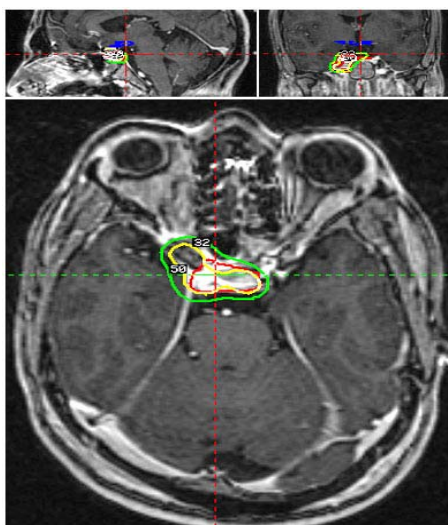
estudio de RM que muestra la planeación Estereotaxica para tratamiento radioterápico.
